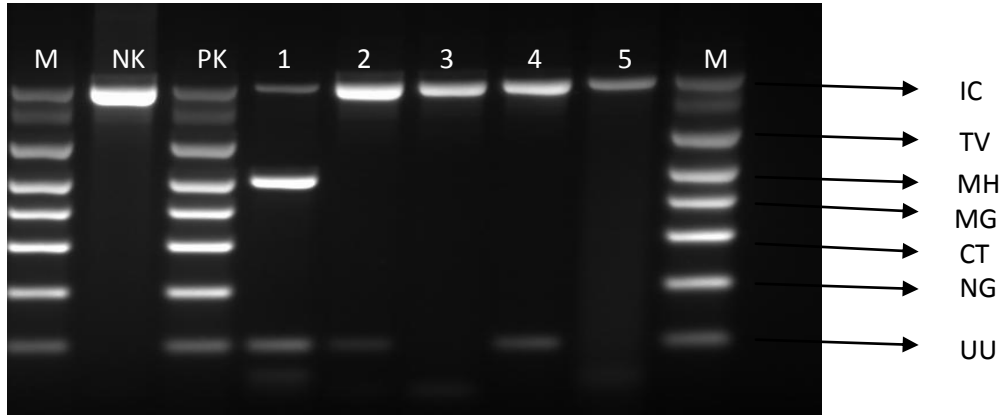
Jel elektroforez görüntüsü. 1 nolu örnekte *M. hominis* pozitif iken 7 nolu örnekte *C. trachomatis* ve *U.urealyticum* pozitif olarak izlenmektedir. (M: Markır, IC: İnternal kontrol, TV: *Trichomonas vaginalis*, MH: *M. hominis*, MG: *M. genitalium*, CT: *C. trachomatis*, NG: *N. gonorrhoeae*, UU: *U. urealyticum*)
